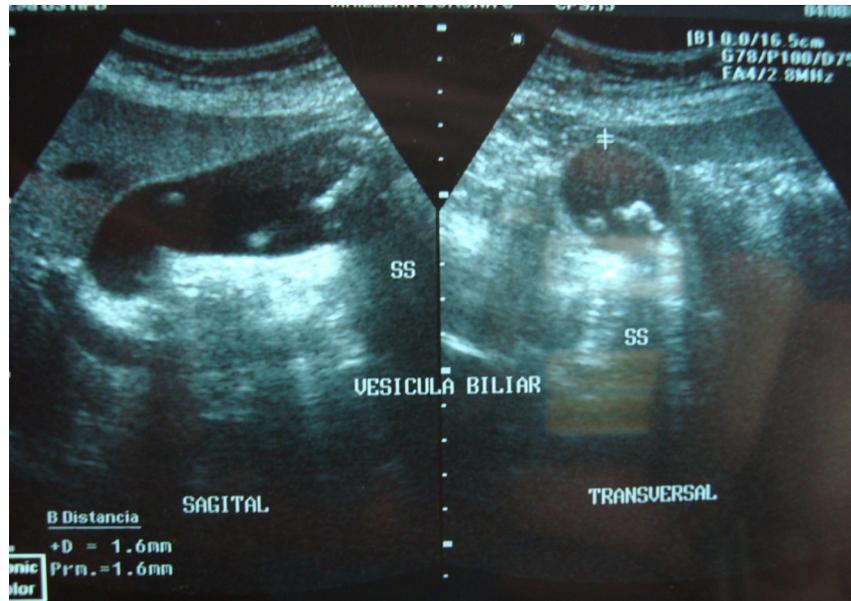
Ultrasonido hepatobiliar el cual demuestra colelitiasis (SS= Sombra Sónica).
